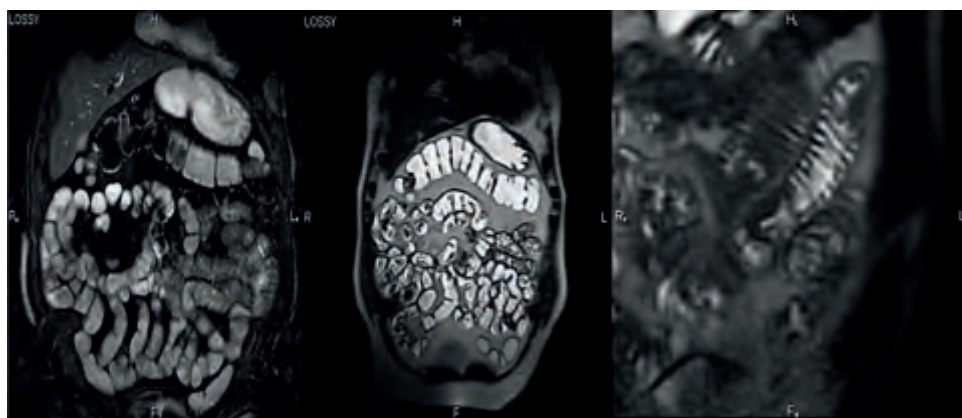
Hydro-MRI of the colon and small intestine in the coronary projection (normal)
